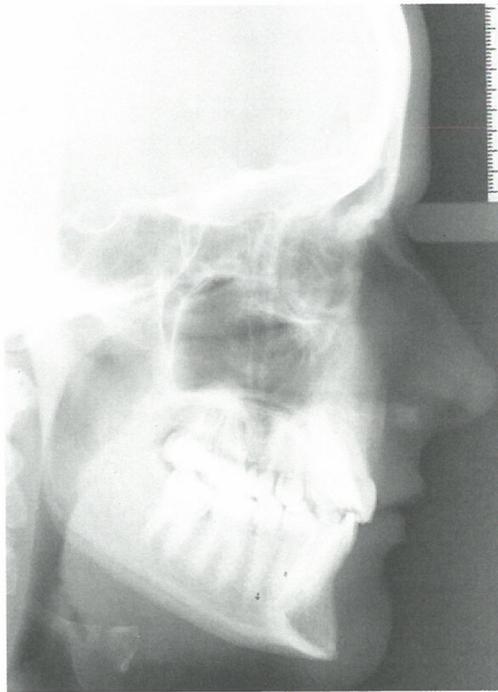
Fernröntgenseitenbild des Patienten 2 Jahre nach dem Tag seiner ersten klinischen Vorstellung; in der Sagittalen und Vertikalen ist keine skelettale Abweichung zu diagnostizieren (ANB-Winkel = $2,5^\circ$; „Wits“ appraisal = $-1,0$ mm); eine Protrusion der Schneidezähne im Oberkiefer um $3,5^\circ$ (IOK - NL = $71,0^\circ$) ist feststellbar.
